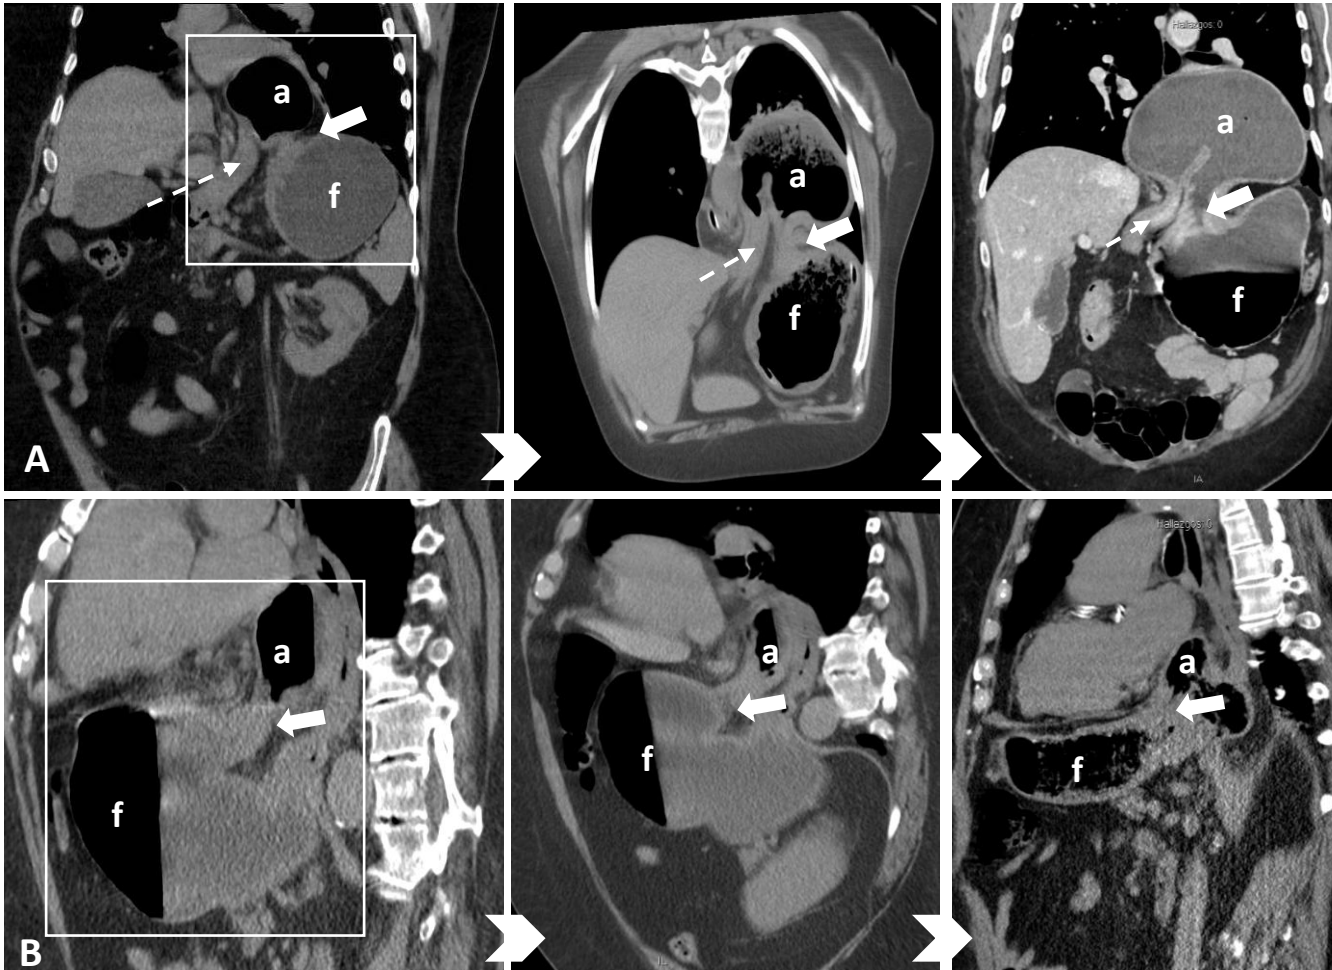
Ejemplos de los signos radiológicos que se presentan en el estómago de ida y vuelta en diferentes casos de vólvulo gástrico agudo. A) Imágenes de TC de abdomen sin contraste y con contraste (3ª imagen) en plano coronal que muestran el antro en tórax, el fundus en cavidad abdominal, el cuello de la hernia (flecha sólida) y la unión gastroduodenal (flecha discontinua). B) Imágenes de TC de abdomen en plano sagital sin contraste en el que se visualiza el antro en tórax, el fundus en cavidad abdominal y el cuello de la hernia (flecha sólida).
